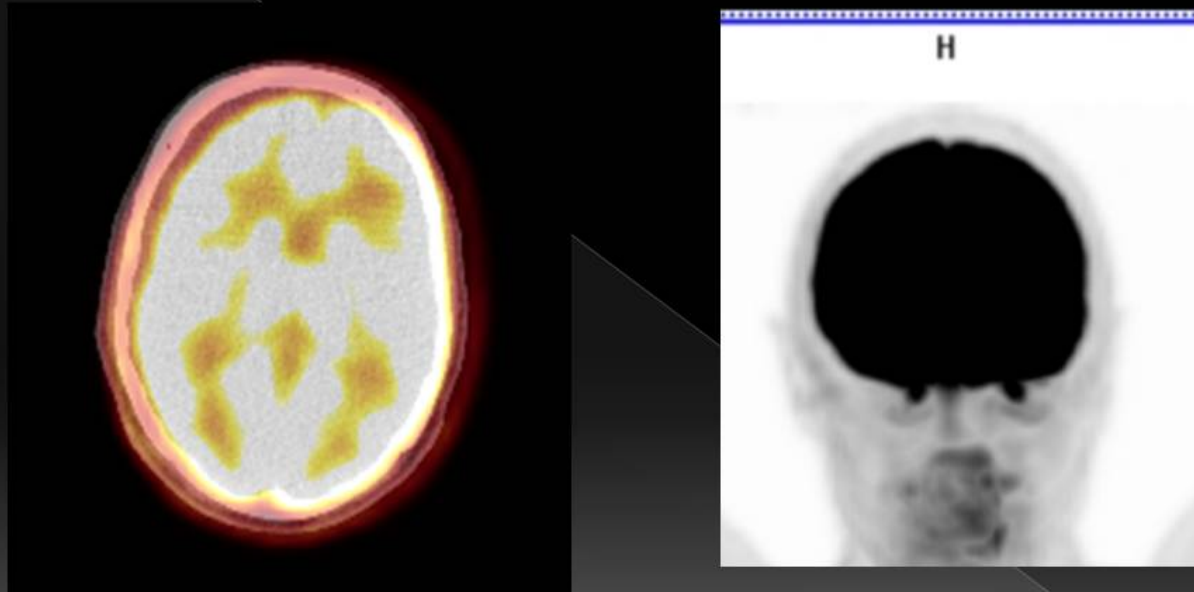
Imágenes de fusión PET-TC (izquierda) y PET (derecha) que muestran la captación fisiológica cerebral.
